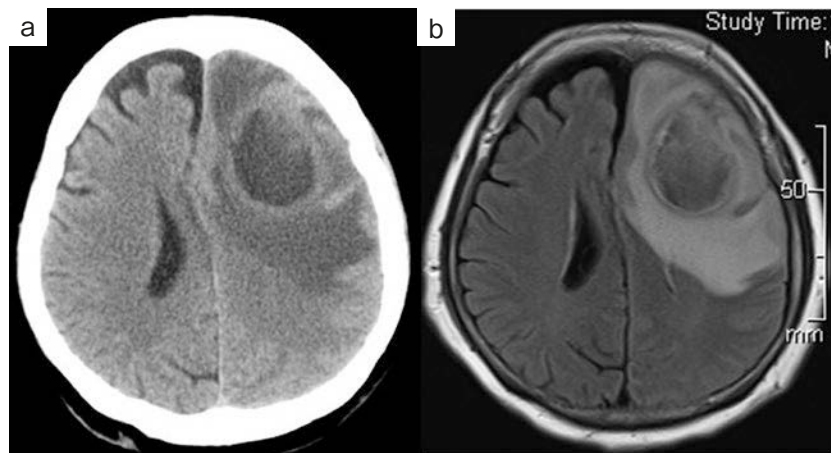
Head CT/MRI findings. (a) Unenhanced head CT showed a low-density mass with edema in the left front lobe. (b) T1-weighted enhanced head MRI showed a low-density mass with ring enhancement and midline shift.
